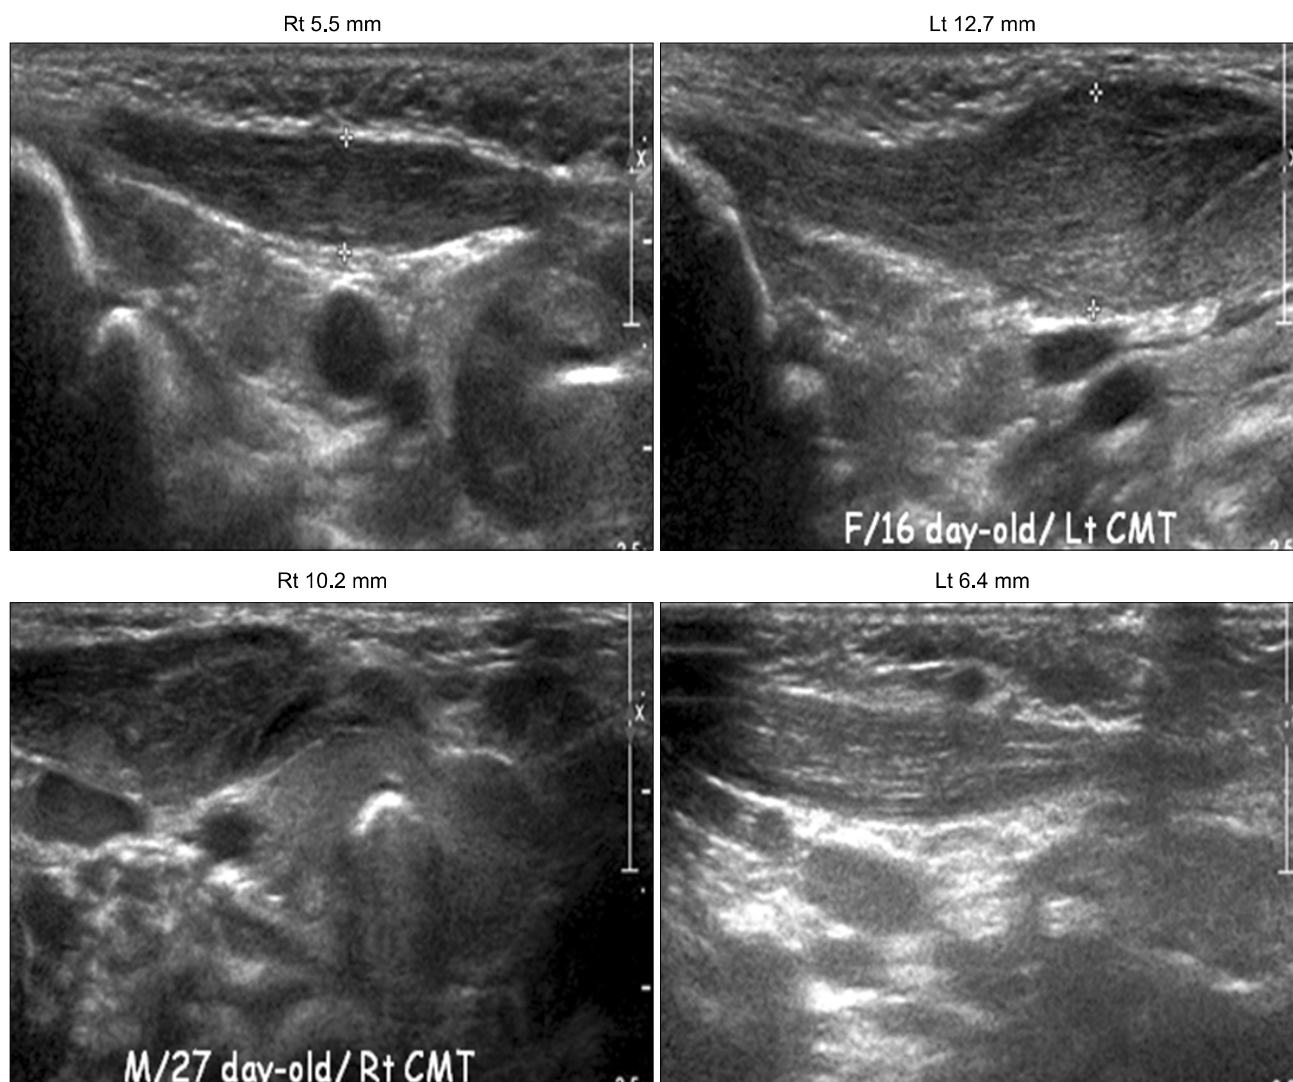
The ultrasonographic findings of the sternocleidomastoid muscles for the case 2 where sister and brother had congenital muscular torticollis.
